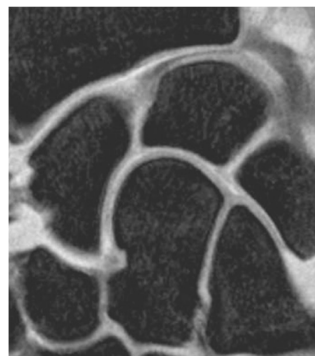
arthro-IRM du poignet. Le cartilage des différents os du carpe est analysable (normal sur cet examen).
